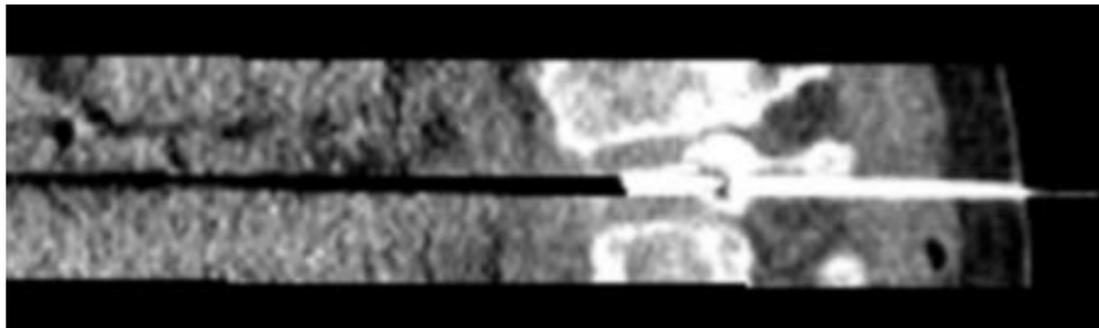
Biopsia con aguja gruesa (14G) de cuerpo vertebral T10 guiada por TC.
